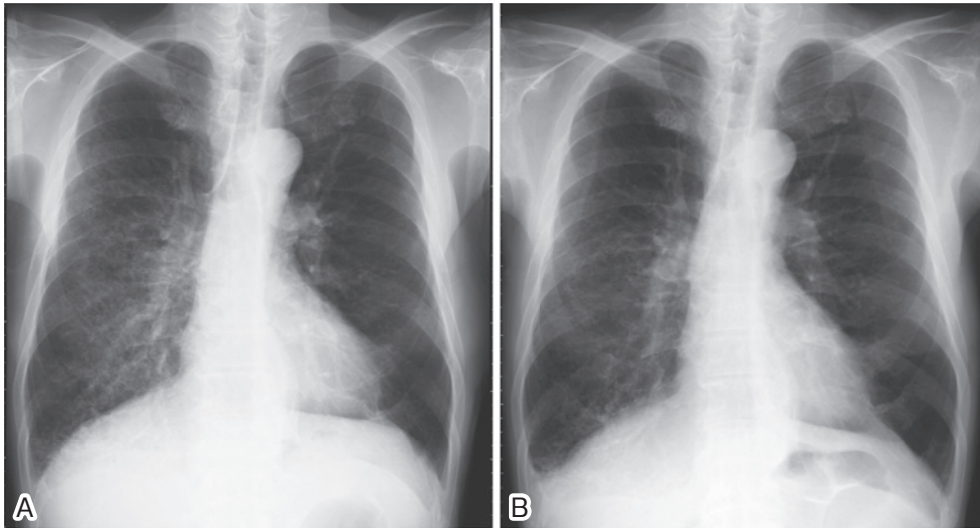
Chest X-ray films as an outpatient (A), and after the discontinuation of TS-1 (B) show diffuse ground-glass opacities in the right lower lobe and marked improvement after the withdrawal of TS-1.
